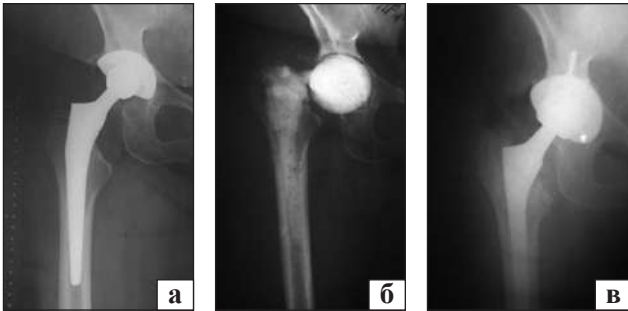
Пацієнтка Л. Рентгенограми «до» та «після» оперативних втручань: перипротезна інфекція правого кульшового суглоба (а); стан після ревізії, встановлення цементного спейсера (б); після ревізійного ендпротезування (в)
